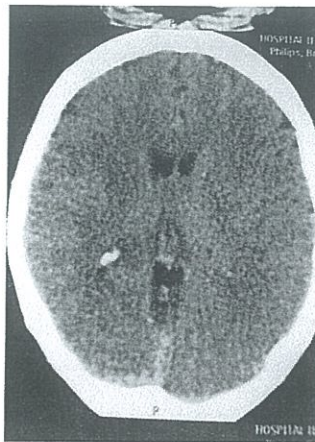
TAC simple de encéfalo inicial que no demuestra lesiones (Hospital Regional de Loja)
